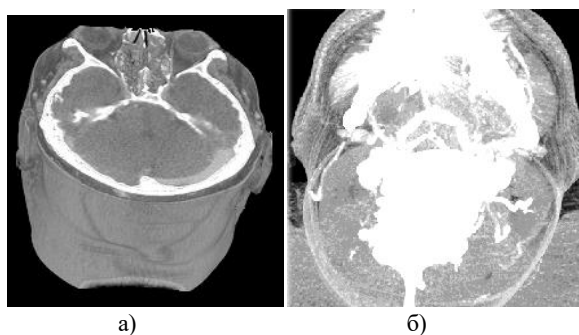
Иллюстрация трехмерной визуализации томографических данных: а) отображение полутоновой воксельной модели; б) отображение в режиме ПМИ
